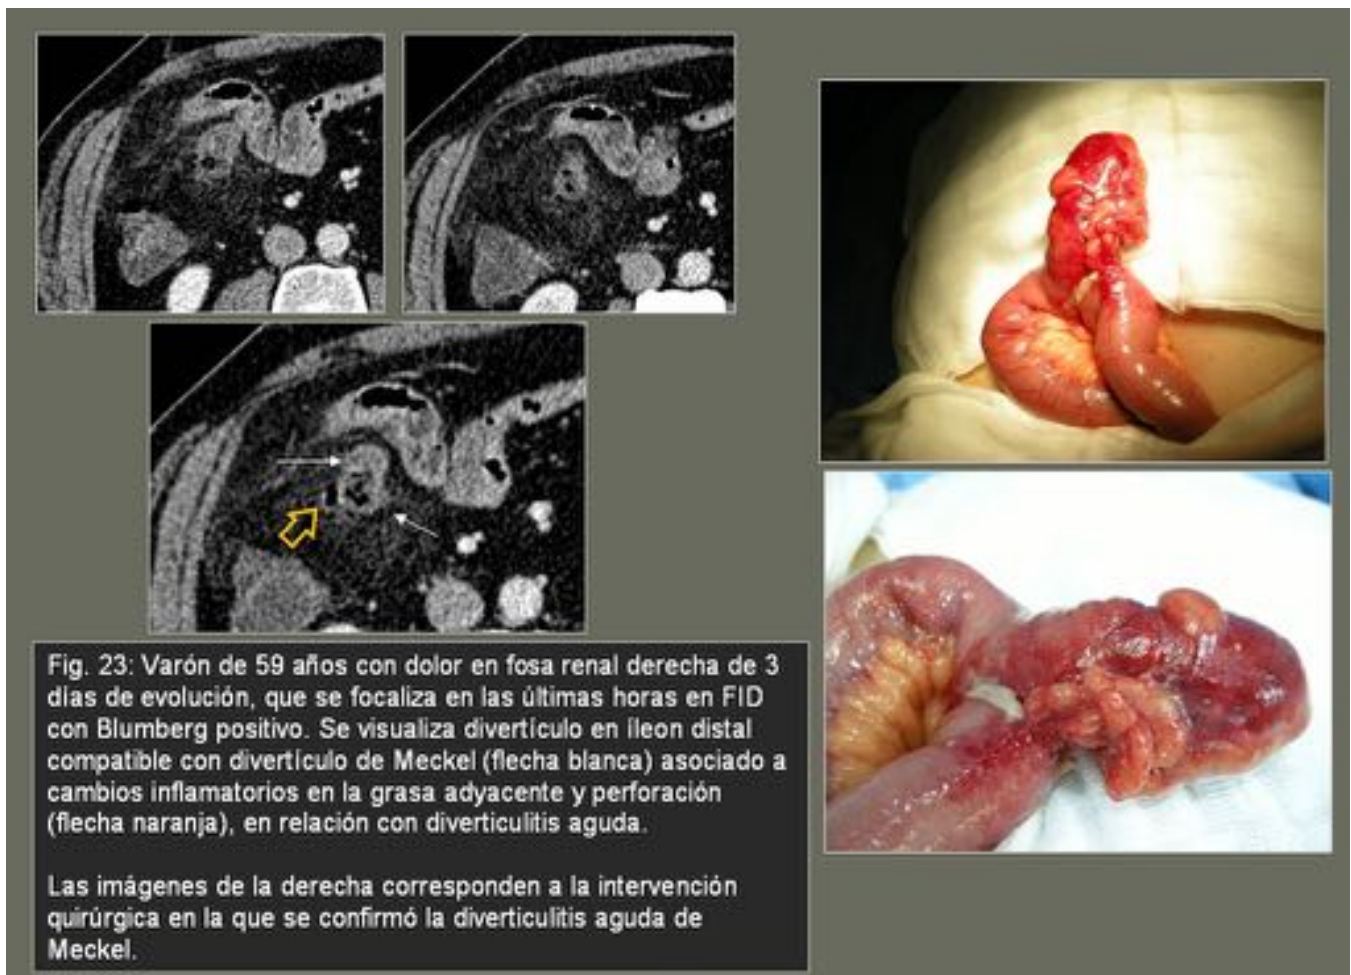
TC Y PIEZA QUIRÚRGICA. DIVERTICULITIS DE MECKEL.
